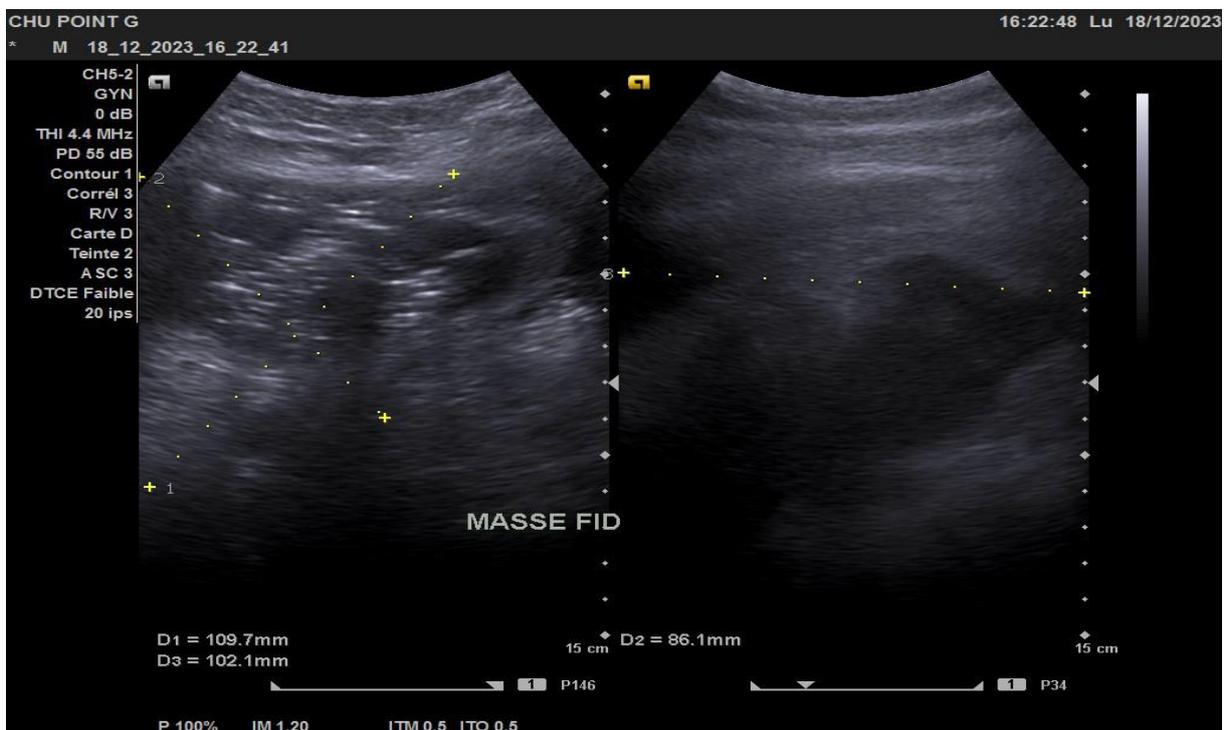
Image échographique d'une collection intra lésionnelle et périphérique.
